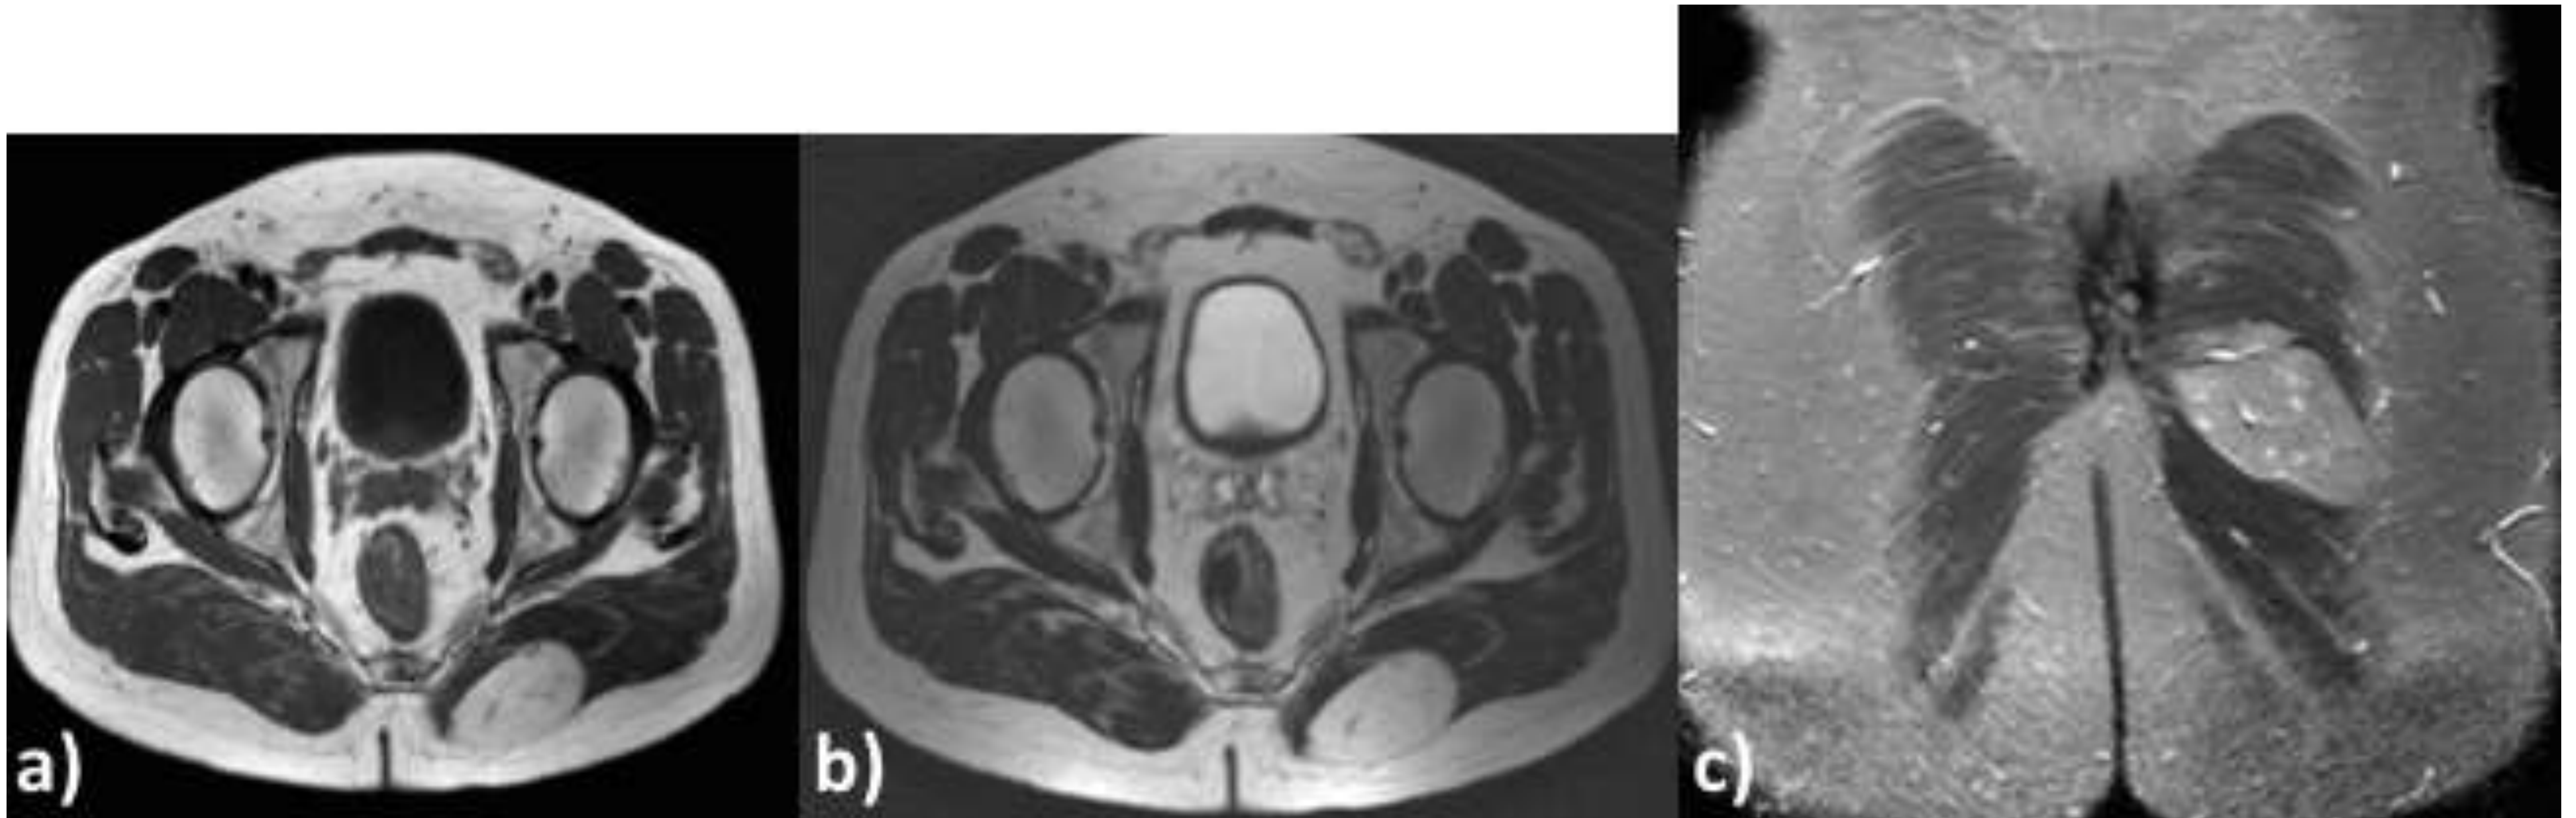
RM sin CIV realizada al paciente de la ecografía previa, para mejor caracterización. a) axial potenciado en spin-eco T1, b) axial potenciado en spin-eco T2 y c) coronal SPAIR T2. Se identifica una lesión intramuscular en el glúteo mayor izquierdo, circunscrita, con una señal similar a la grasa adyacente, aunque no idéntica, con algún pequeño vaso en su interior y que suprime casi por completo en SPAIR. Hallazgos sugestivos de hibernoma.
